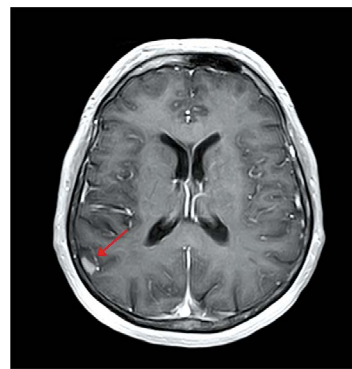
МРТ головного мозга с в/в контрастированием от 03.2022 г.
